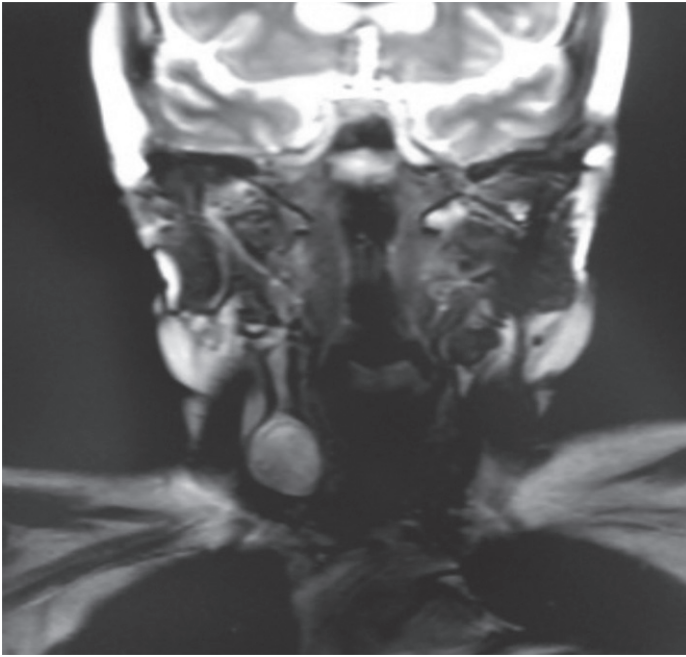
Resonancia que muestra al tumor en la cara lateral del cuello.
